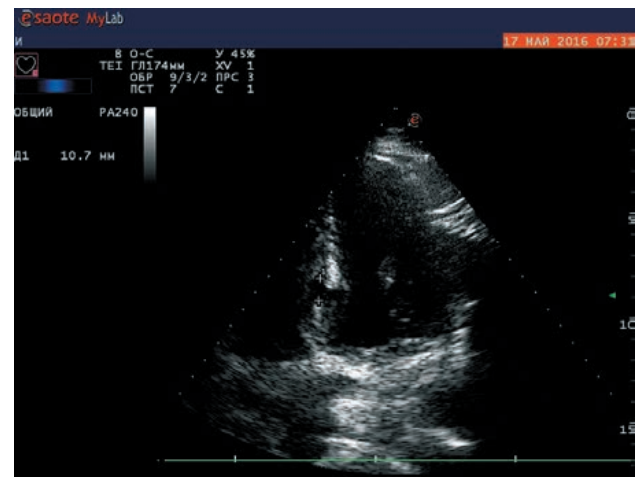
Эхокардиография. Из апикальной позиции в серозальном режиме виден канал разрыва межжелудочковой перегородки размером около 11 мм
